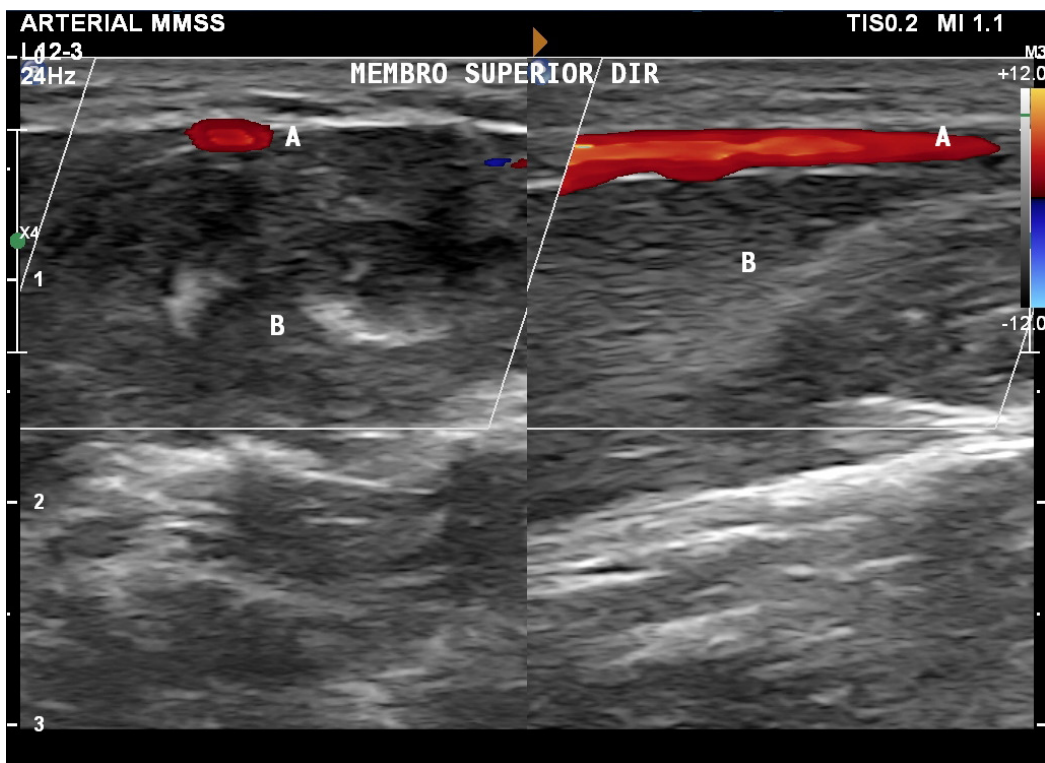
Eco-Doppler do membro superior direito com a presença da variação anatômica da artéria ulnar superficial, demonstrando à esquerda o corte transversal e à direita o corte longitudinal. Está indicado em A) artéria ulnar, a qual tem percurso superficial, e B) músculos flexores do antebraço.
